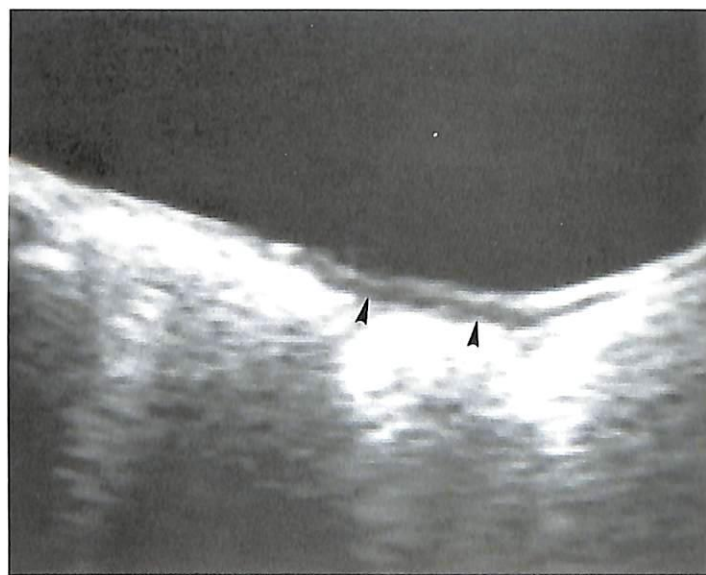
Синдром Тернера у девочки-подростка с задержкой полового созревания. Ультразвуковое исследование в продольной плоскости по средней линии. У 15,5-летней девочки с кариотипом 45X0 визуализируется инфантильная матка (наконечники стрелок). Яичники четко визуализировать не удалось. (Из Cohen HL. Evaluation of the Adolescent and Young Adult with Amenorrhea: Role of US. RSNA Special Course in Ultrasound. Radiological Society of North America; 1996: 171–183. Воспроизведено с разрешения the Radiological Society of North America, Oakbrook IL).
